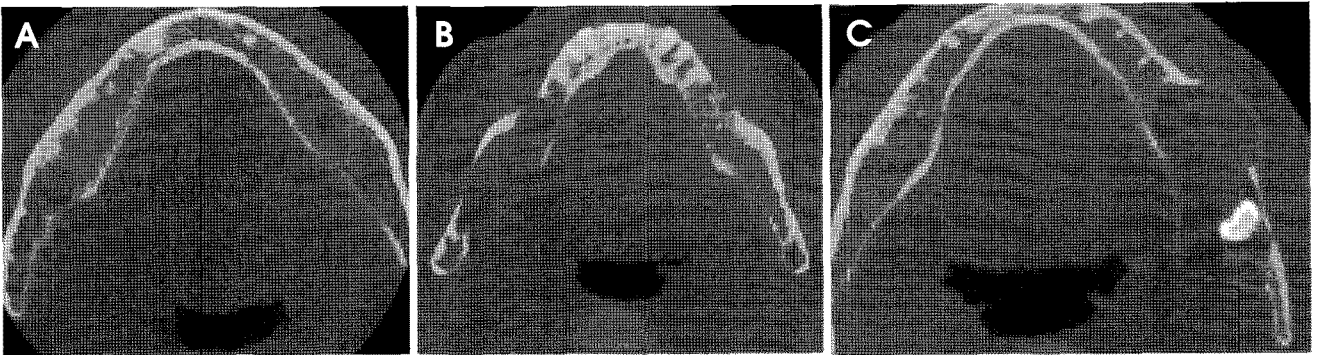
The CT patterns of cyst classified by Yoshiura.⁸ A. Unilocular, B. Lobulated, and C. Multilocular.
